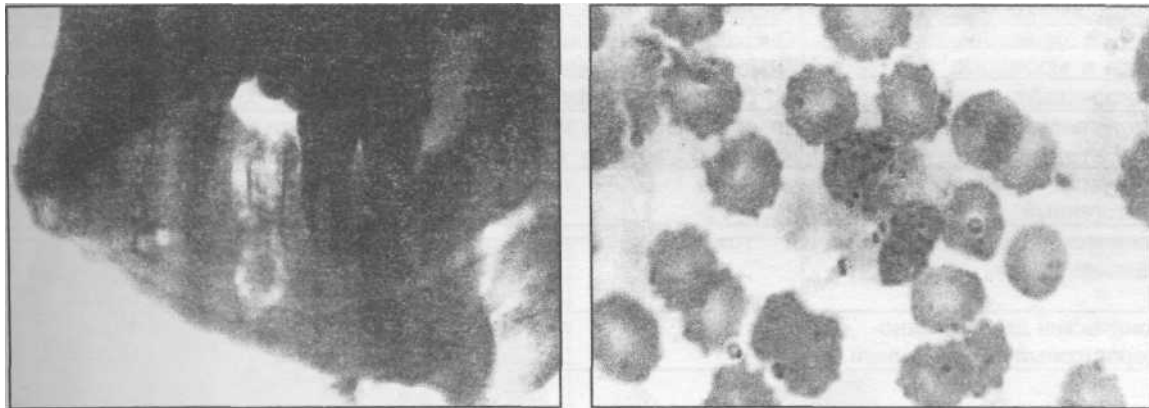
Больной с очаговой формой хронического одонтогенного остеомиелита: а) рентгенограмма нижней челюсти; б) низкая фагоцитарная активность лейкоцитов.
